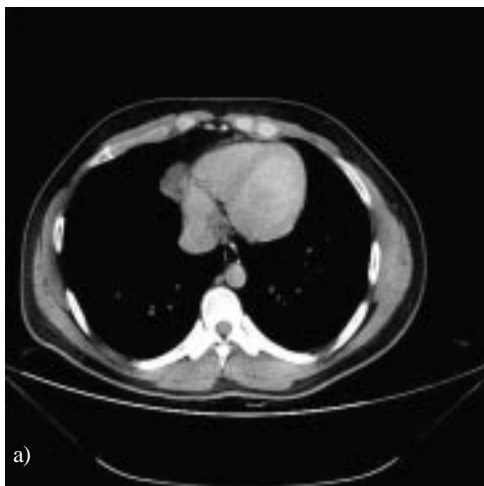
TAC de tórax a) con contraste tardío b) corte más caudal
